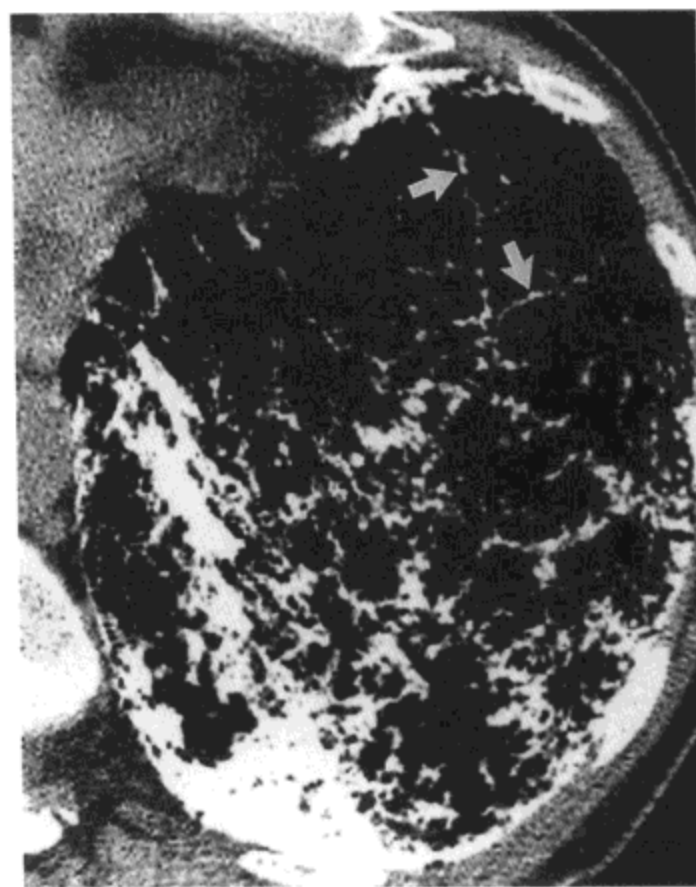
肺泡微石症。左肺下叶的高分辨率 CT 影像 (1mm 层厚) 示无数钙化性结节。结节有融合, 特别是在重力性低位的肺内更为明显。同时注意钙化性间隔线 (箭号)。病人为一 60 岁的女性 (感谢加拿大 Alberta, Edmonton, Alberta 医学中心大学的 Jim Barrie 医生提供病例。)
